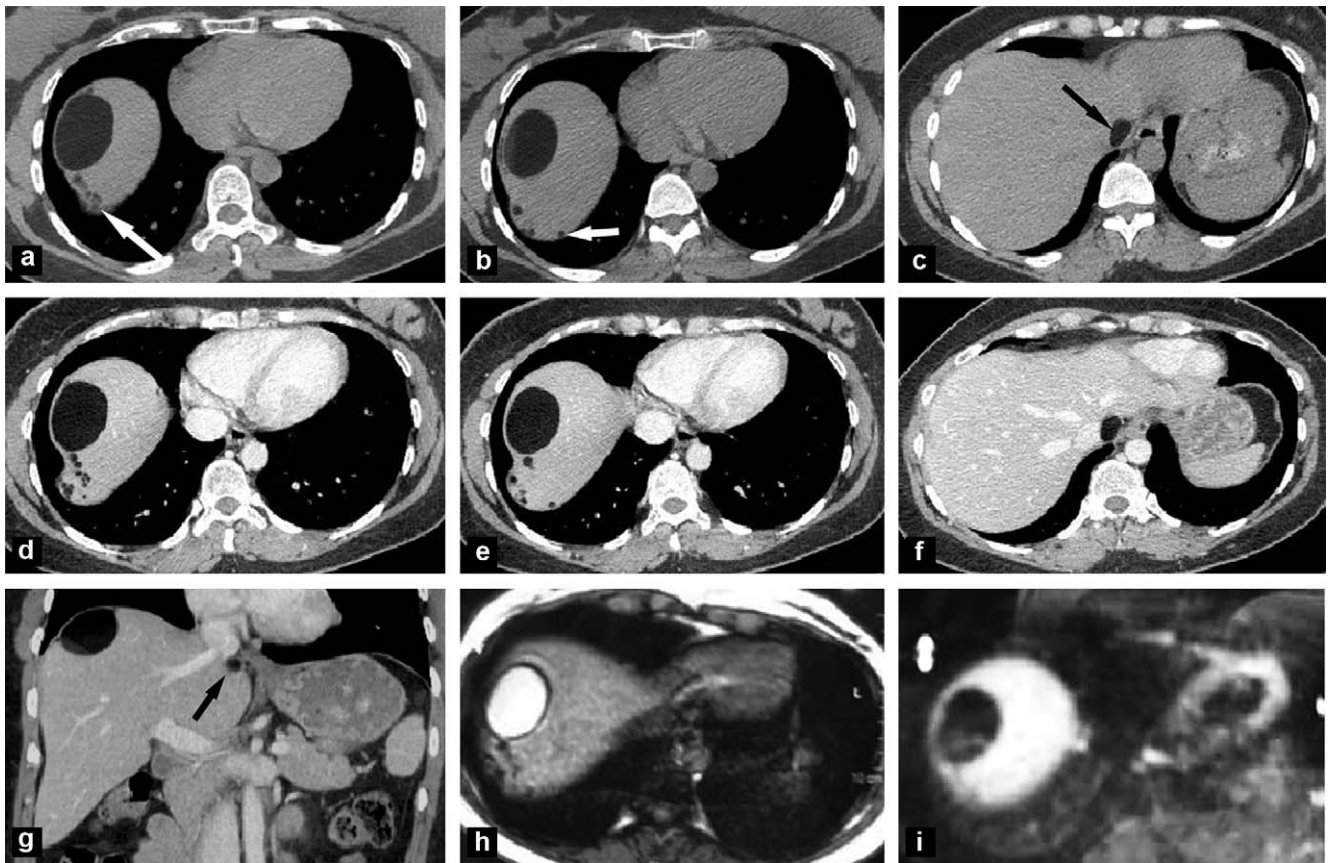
Kystes dermoïdes parasitiques du péritoine périhépatique. a, b, c : avant injection de produit de contraste : images typiques d'implants à contenu graisseux disséminés sur le dôme hépatique et au contact de la veine cave inférieure ; d, e, f : après injection de produit de contraste : les plus petits des implants sont encore mieux visibles par contraste avec le parenchyme hépatique rehaussé ; g : la reformation frontale montre la présence de phanères au sein de la principale lésion du dôme hépatique. Petite localisation au confluent veineux hépatocave (flèche noire) ; h, i : IRM séquence SE pondérée T1, opposition de phase (h), IRM séquence pondérée T1 avec saturation du signal de la graisse après injection de gadolinium (i). Hypersignal en pondération T1 et chute du signal après saturation de la graisse traduisant un contenu graisseux du kyste sébacé (h, i).
